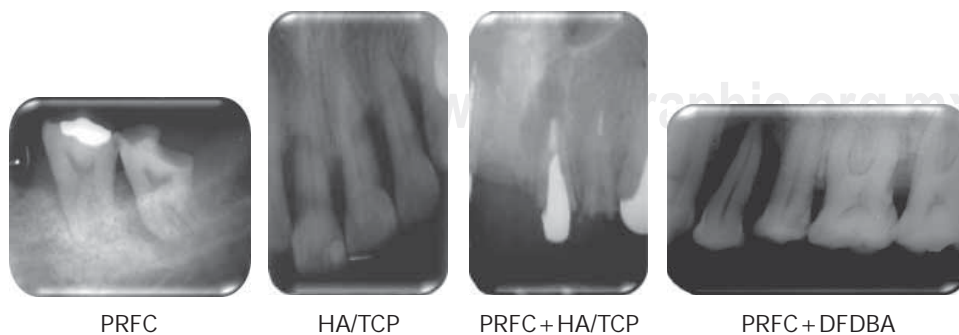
Radiografías periapicales preoperatorias de cómo son los defectos óseos y dónde se colocarán los biomateriales en estudio como son: PRFC, HA/TCP, PRFC + HA/TCP y PRFC + DFDBA.
